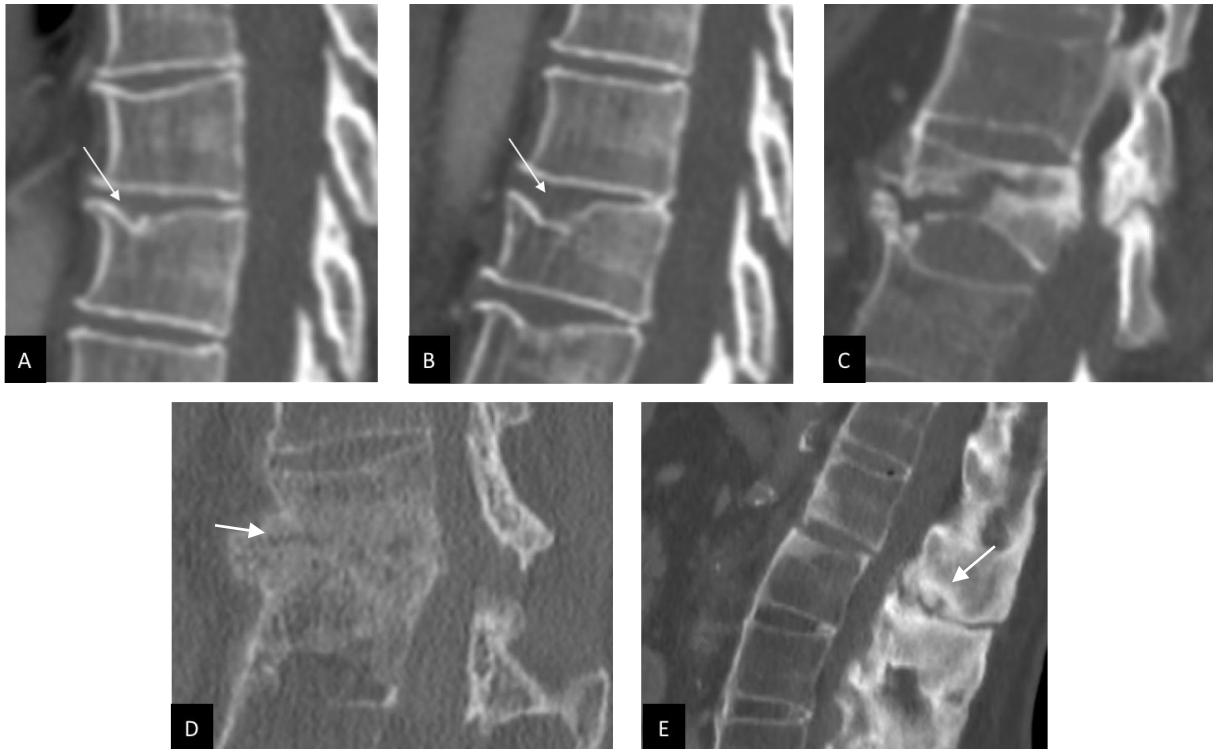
Vertebral fracture (VF) evaluation on CT scans according to an adaptation of Genant's classification, which is usually used for radiography.
